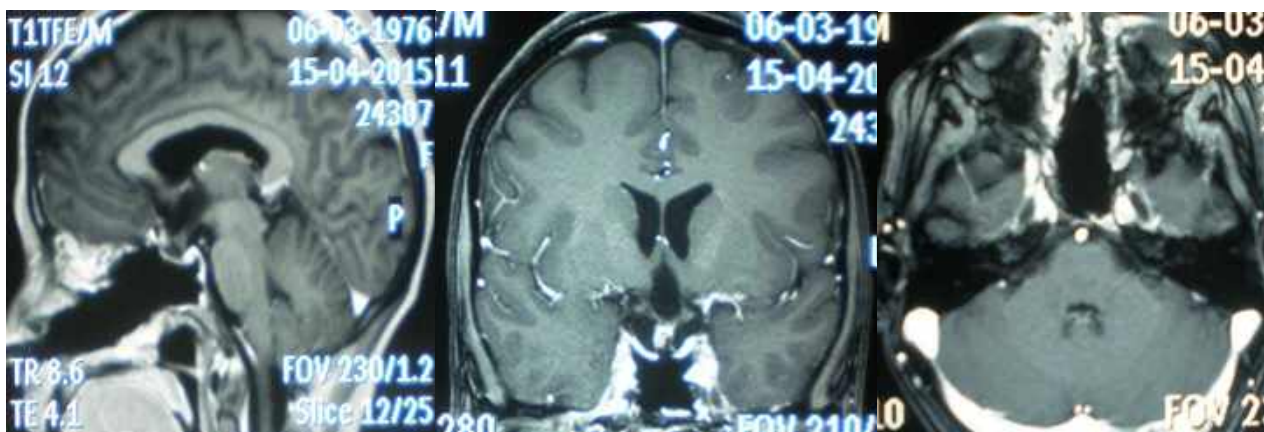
Спостереження №473. Контрольне післяопераційне МРТ з контрастом у пацієнтки молодого віку з ГНАГ на 6 добу після втручання. Стан після радикального хірургічного лікування.
